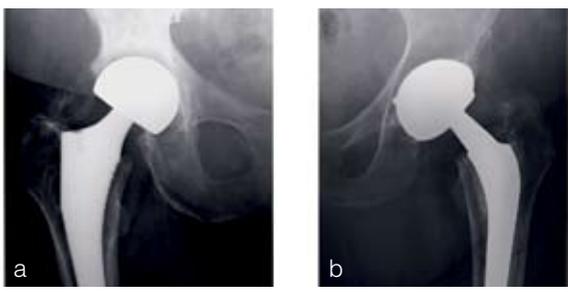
Röntgenbild 3 Jahre postoperativ
